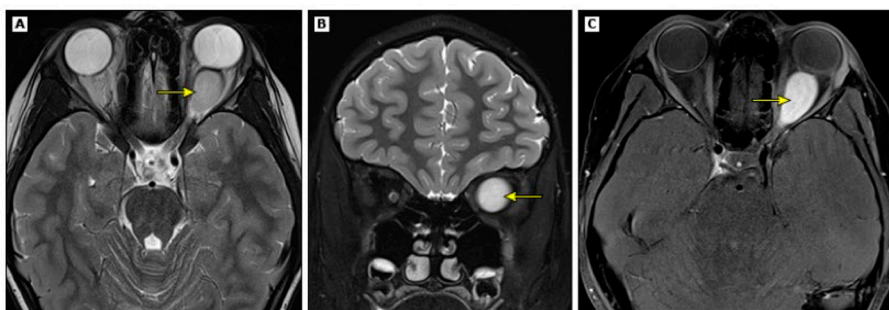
Resonancia nuclear magnética de cerebro que muestra glioma del nervio óptico izquierdo.
